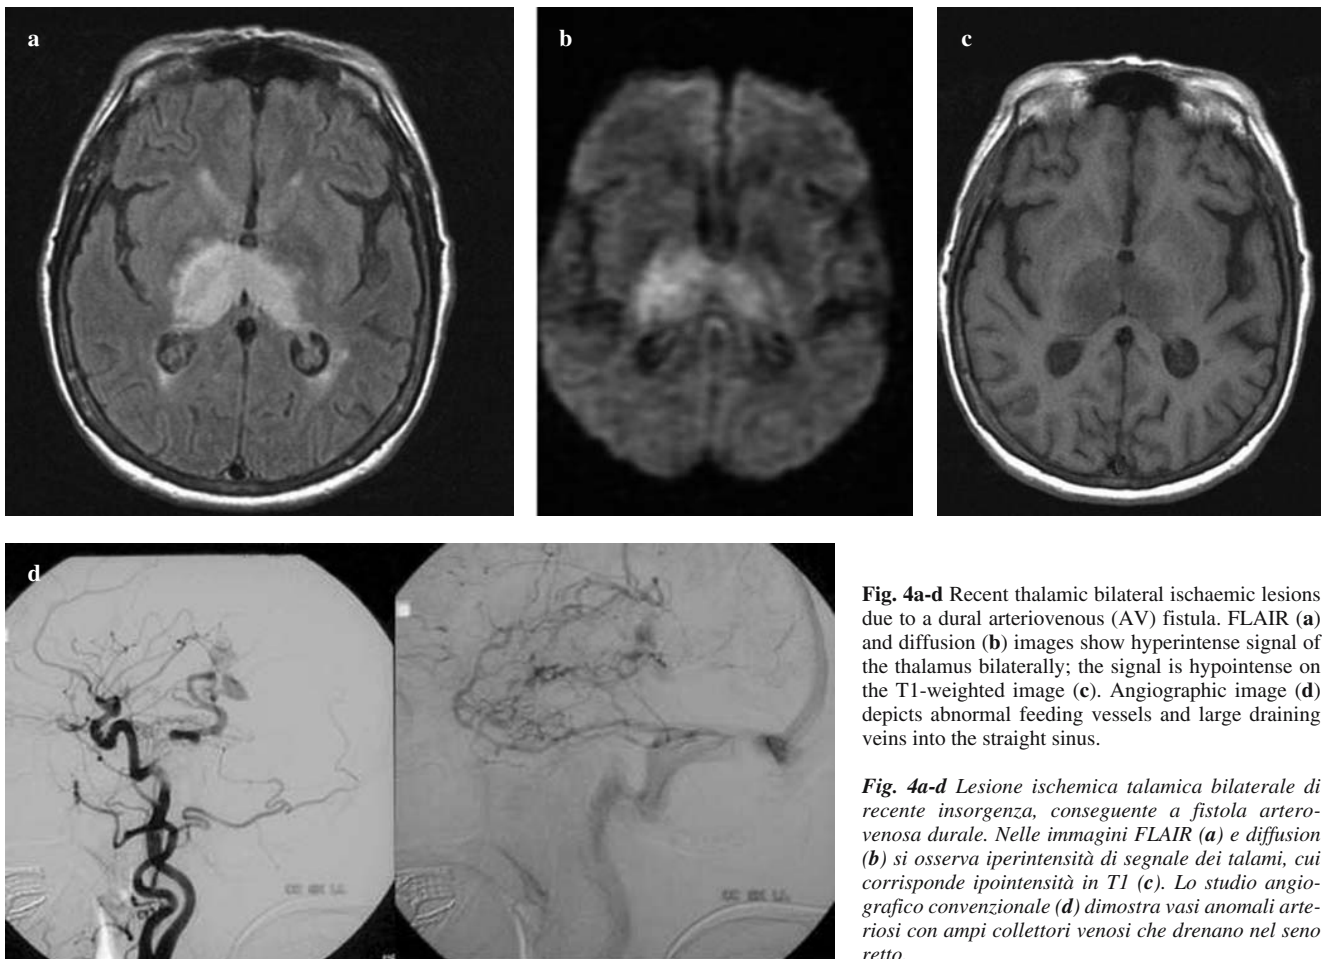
Recent thalamic bilateral ischaemic lesions due to a dural arteriovenous (AV) fistula. FLAIR (a) and diffusion (b) images show hyperintense signal of the thalamus bilaterally; the signal is hypointense on the T1-weighted image (c). Angiographic image (d) depicts abnormal feeding vessels and large draining veins into the straight sinus.
